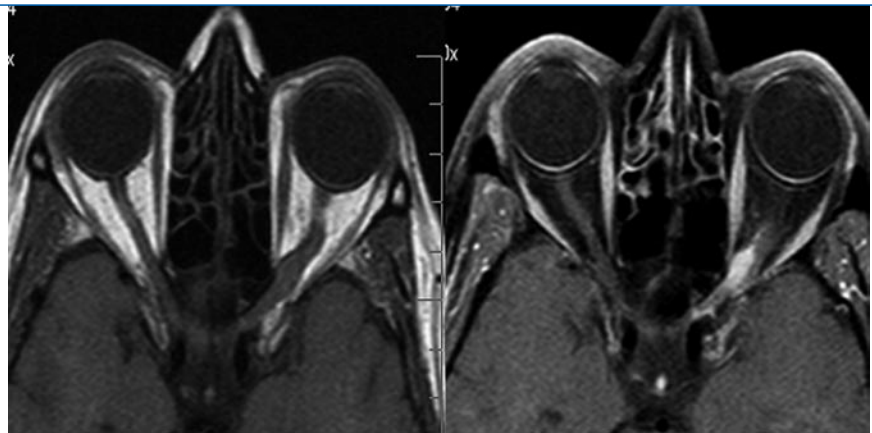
▲ 67-jährige Patientin mit lang bestehendem Optikuscheidenmeningiom. Optoziliare Shuntgefäße am temporalen oberen Rand der Papille. MRT mit T1-Wichtung und Fettsuppression. Knotige Verdickung des rechten Sehnervs im gesamten orbitalen Anteil mit Kontrastmittelanreicherung
